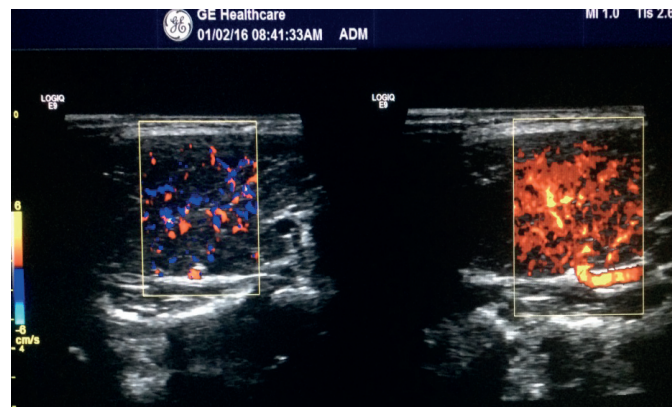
The same patient. Energy Doppler.
